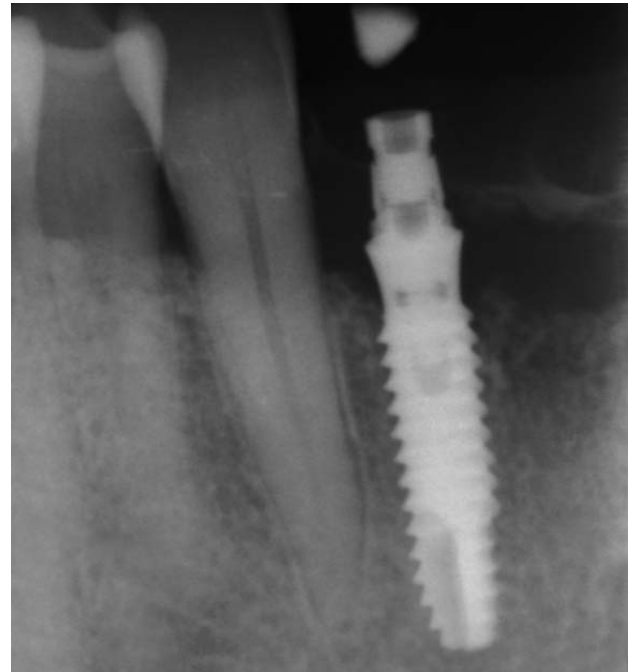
Radiografía periapical del implante ubicado a nivel del 42.
